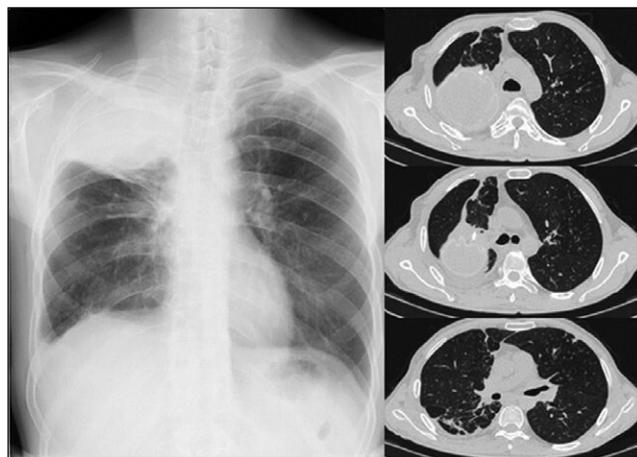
Рентгенографическое исследование от 04.07.16 и КТ органов грудной клетки от 22.06.2016 при выписке
